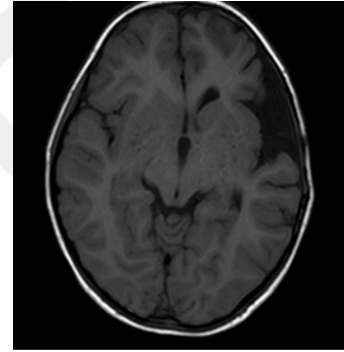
Şekil g: Postop 1.gün BT parankim görüntüsü operasyon bölgesinin karşı tarafında subdural efüzyon görüntüsü.
